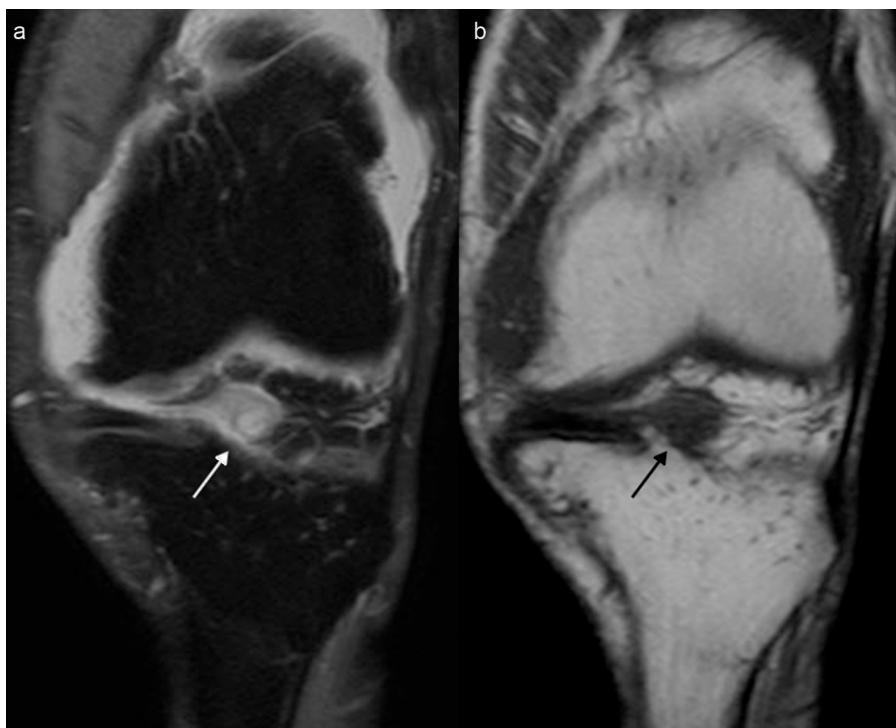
Resonancia magnética en plano coronal: se identifica la lesión cíclope (flechas) rodeada por la grasa de Hoffa en la línea media de la profundidad del surco intercondíleo. Se muestra (a) heterogénea, iso a hiperintensa en DP SPAIR y (b) con una intensidad de señal baja, similar al tejido muscular en ponderación T1.
